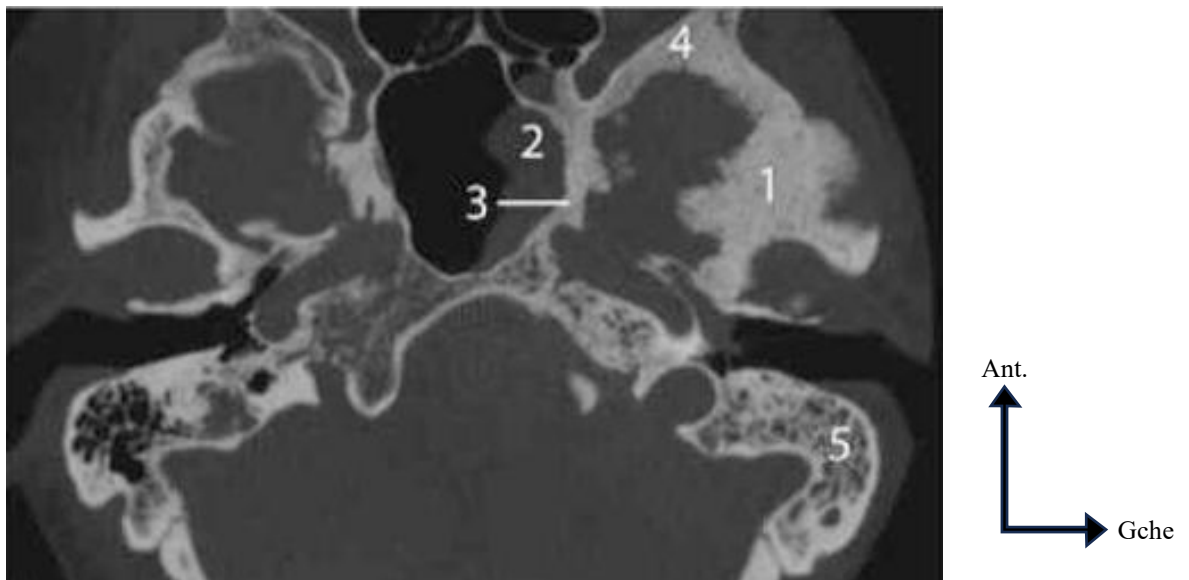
Otite séro-muqueuse gauche chez une femme présentant un méningiome de la fosse crânienne moyenne gauche étendue à la trompe auditive. TDM, coupe axiale de la base du crâne. (1) Épaississement de l'écaille horizontale dû à l'infiltration par le méningiome (2) extension du méningiome dans le sinus sphénoïdal (3) épaississement pariétal sinusal sphénoïdal (4) épaississement de la grande aile du sphénoïde (5) sclérose pétreuse postérieure à caractère banal. [17]
